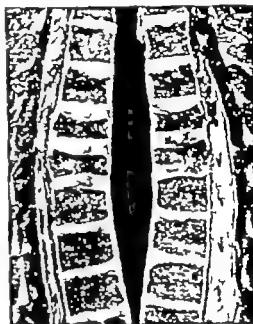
Röntgenbild der Sagittalschnittfläche durch die Brustwirbelsäule eines Kindes. Quetschfraktur von zwei Brustwirbelkörpern bei Tetanus.
